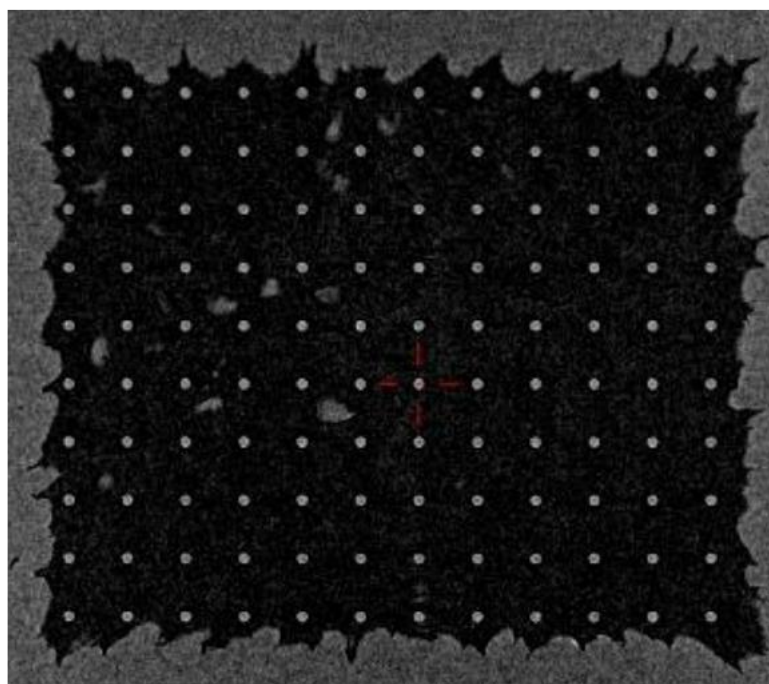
1 X 線 μ CT による穿刺性評価画像
